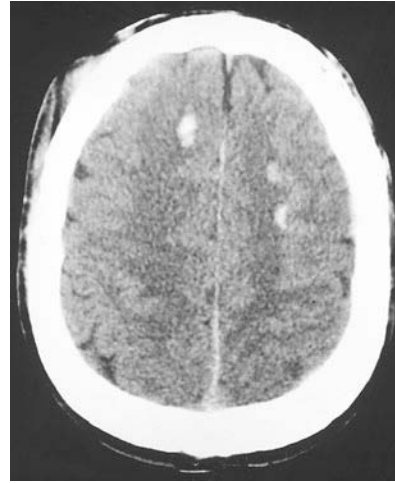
2 Multiple kleine Areale von Einblutungen und Gewebedefekten in der weißen Substanz des Frontallappens im Nativ-CT. Dieses Bild zeigt einen Extremfall von diffusen axonalen Scherungsverletzungen, die auch bei geschlossenem Schädeltrauma auftreten.
